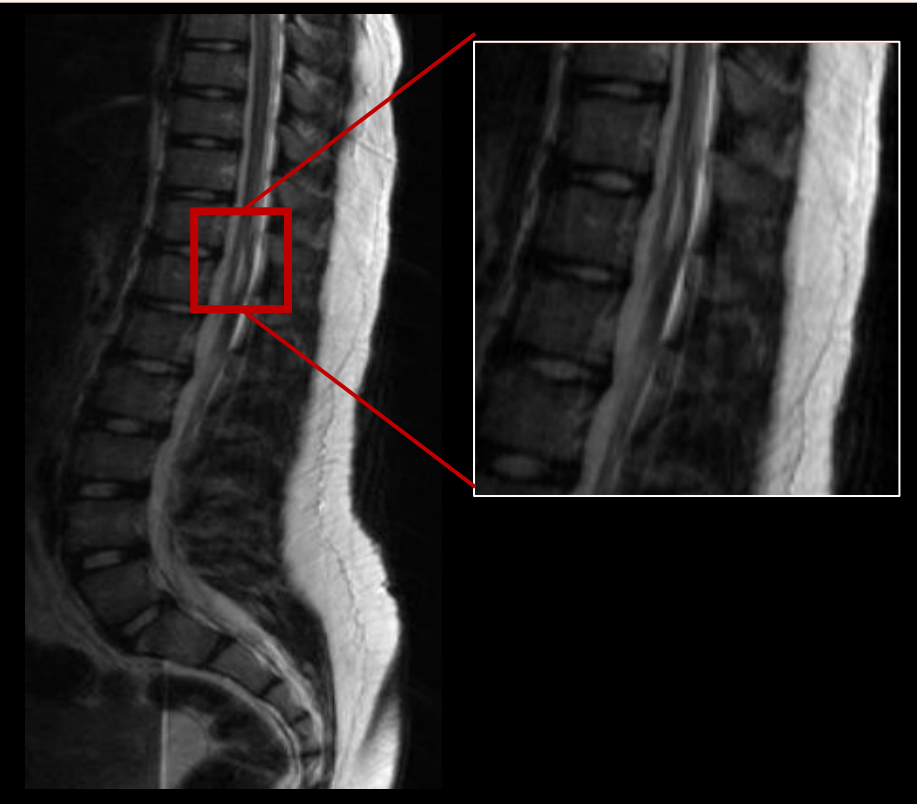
IRM Ponderada en t2 donde se observa siringomielia con dilatación de conducto medular hasta 3mm a nivel de T12
